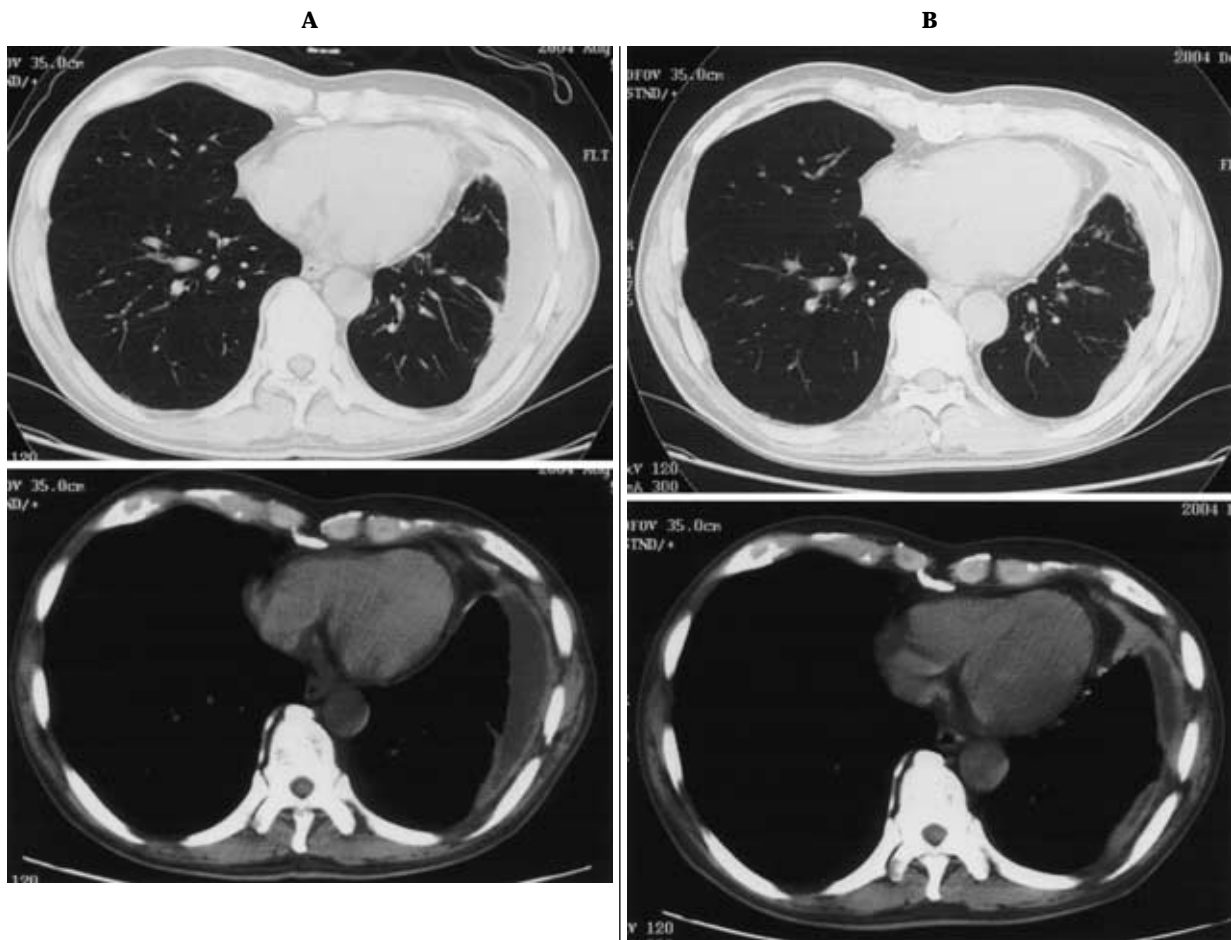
A. Chest CT on the first admission. B. Chest CT after induction chemotherapy.
